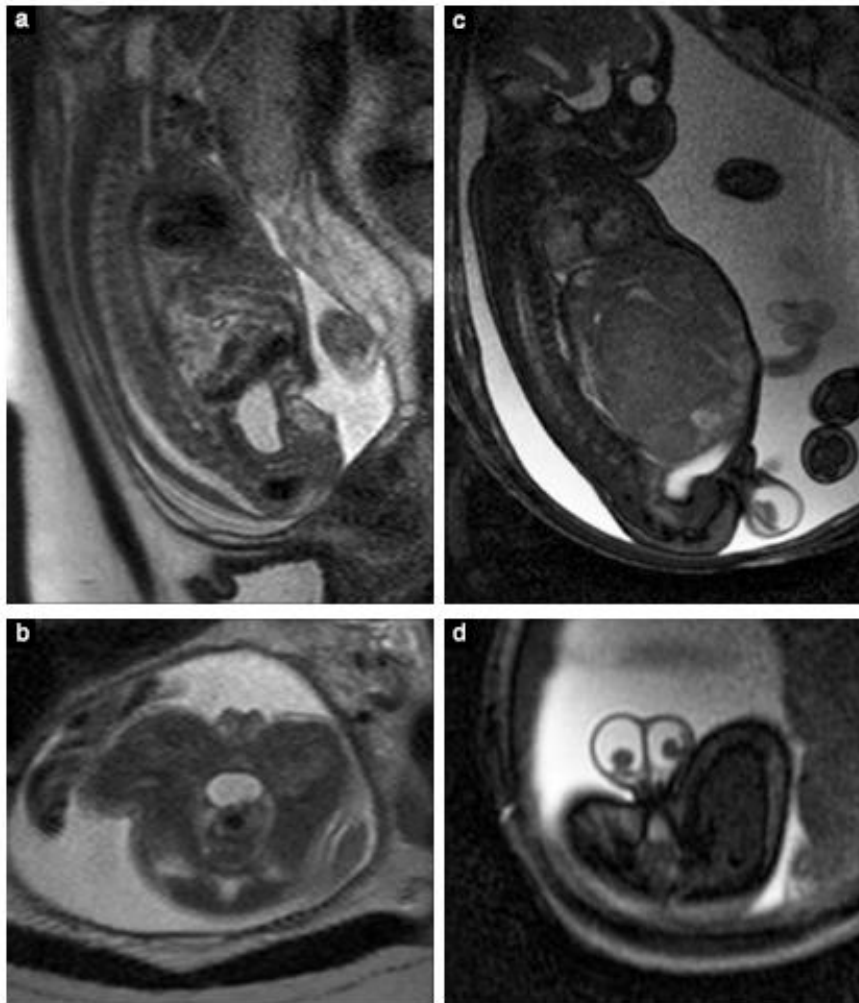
Resonansi magnetik (MRI) dari thorax (a,b) dan abdomen (c,d) janin normal. (a) MRI axial T2-weighted pada janin 34+2 minggu, menunjukkan bentuk thorax dan kedua paru yang normal dengan signal regular sesuai usia kehamilan / age-matched; (b) gambaran coronal pada 35+3 minggu, menunjukkan bagian-bagian tambahan dari liver, kedua ginjal dan kelenjar adrenal pada sisi kanan; (c) MRI coronal T2-weighted pada janin 32+2 minggu, menunjukkan perut yang terisi cairan dan lengkung-lengkung usus / bowel loops; (d) gambaran sagital dengan steady-state free-precession pada janin 35+6 minggu, menunjukkan kandung kencing yang terisi cairan. Perhatikan hyperintensitas pada jantung (d), kontras terhadap gambaran T2-weighted (c).
